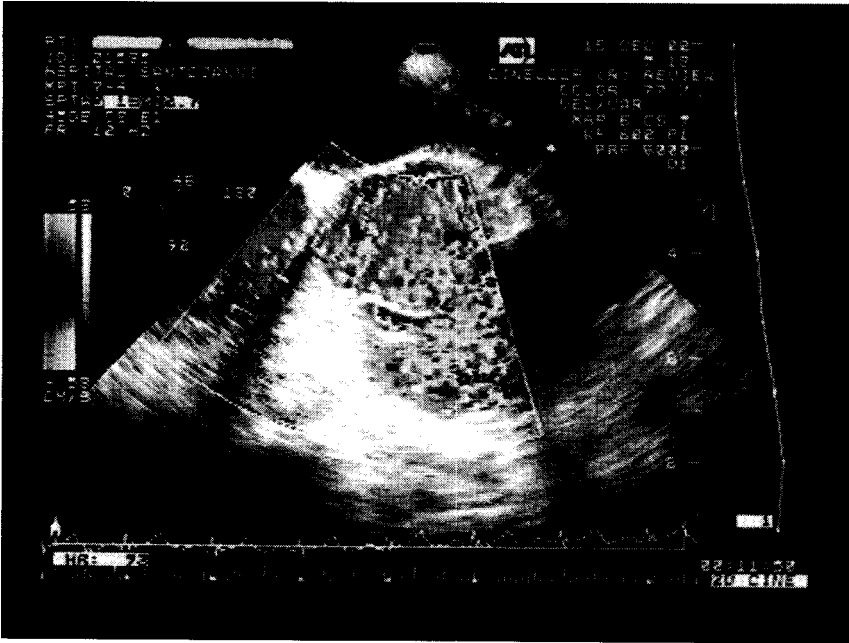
Ecocardiograma transesofágico, sonda multiplanar, corte oblicuo 45°, aneurisma del seno de Valsalva roto hacia el tracto de salida del ventrículo derecho.
